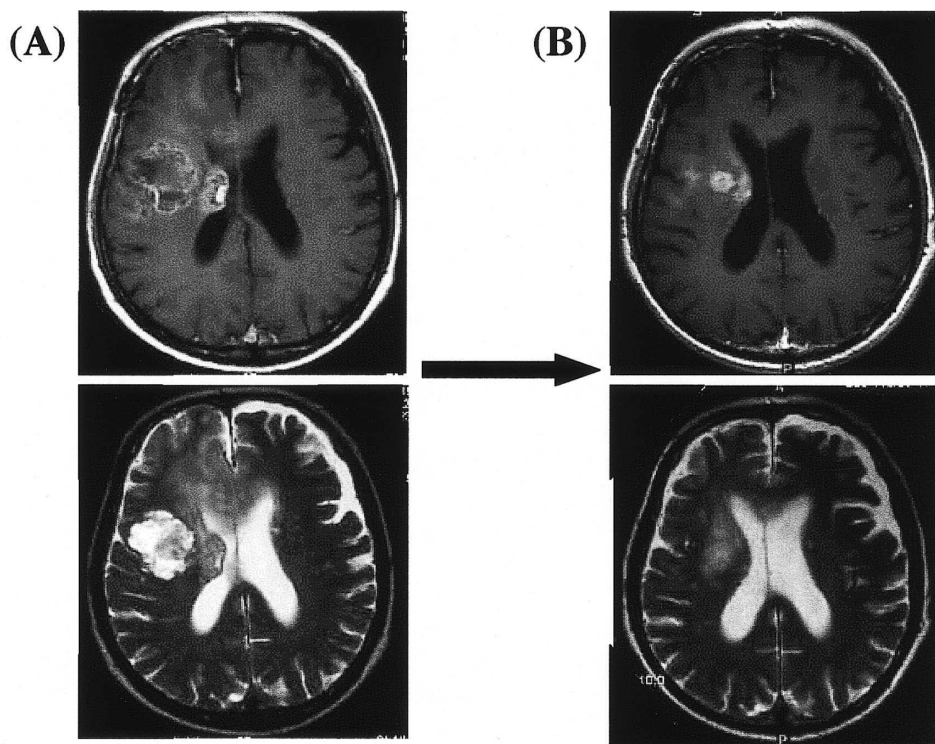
73 year-old man with GBM (glioblastoma) in the right coronal radiata. T1 weighted contrast enhanced (upper) and T2 weighted MRI (lower) before (A) and after 20 cycles of TMZ (temozolomide) (B) revealed disappearance of the tumor.
